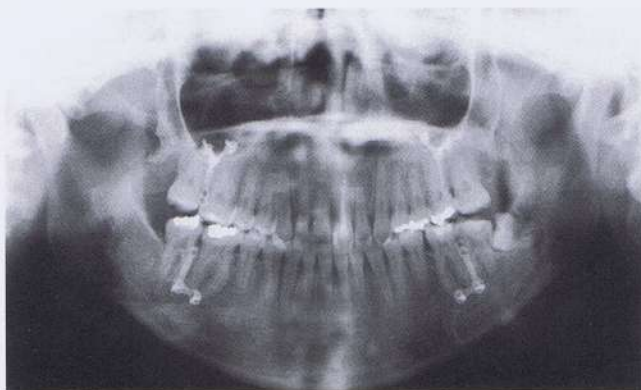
Radiografía panorámica tomada inmediatamente después de la remoción. Cuatro placas de anclaje se retiraron y se extrajo el tercer molar inferior izquierdo después de la remoción.
